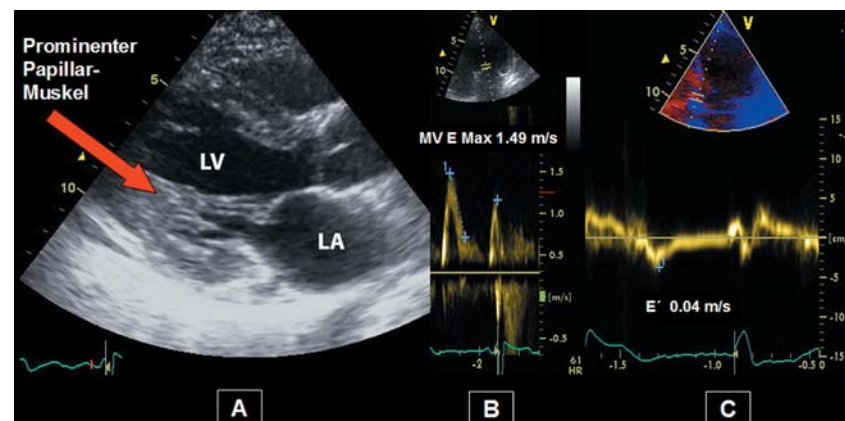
Echokardiographische Diagnostik eines Patienten mit Anderson-Fabry-Erkrankung, normaler linksventrikulärer Globalfunktion und Herzinsuffizienz NYHA Stadium III. A: Parasternaler Längsschnitt mit Hypertrophie des Papillarmuskels. B: Konventioneller transmittaler PW-Doppler mit erhöhtem Wert für die E-Welle. C: Gewebedoppler auf Mitralklappenebene (hier: septale Ableitung). Die auf 4 cm/s verminderte frühdiastolische Mitralannulusgeschwindigkeit (E'-Welle) spricht für eine hochgradige Relaxationstörung und der auf einen Wert von 37 erhöhte Index E/E' für einen deutlich erhöhten linksventrikulären Füllungsdruck. LV: linker Ventrikel; LA: linker Vorhof (Bildmaterial dankenswerterweise überlassen von PD Dr. F. Weidemann, Kardiologie, Univ. Würzburg).
